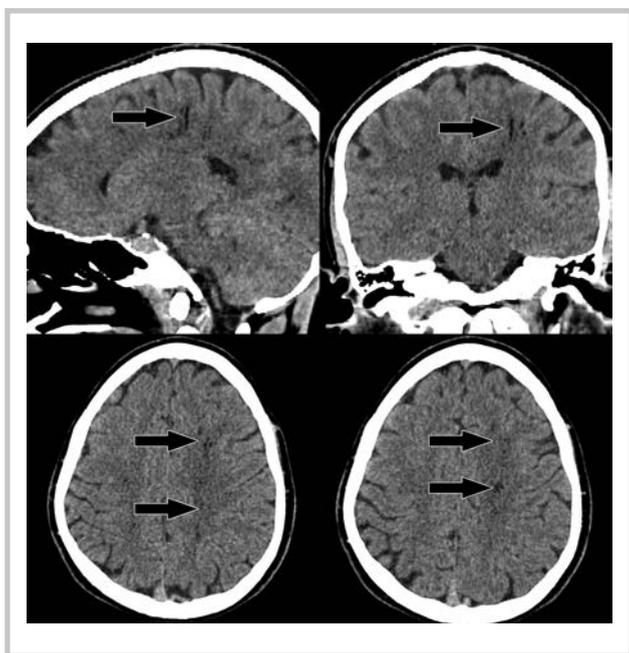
СКТ головного мозга пациентки Ш. — признаки локального скопления воздушных включений в веществе головного мозга (стрелки).
